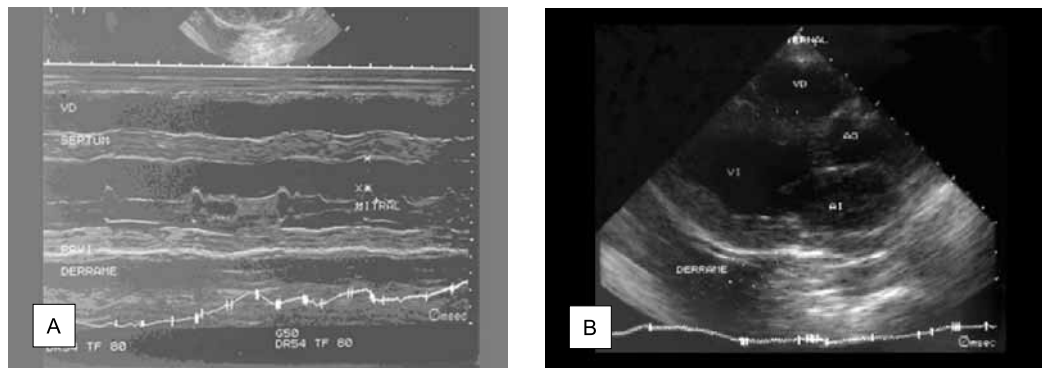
Ecocardiograma M y bidimensional de un hermano (II-6) que falleció a los 43 años. Muestra engrosamiento de pared de ventrículo izquierdo, disfunción contráctil y derrame pericárdico (estudio realizado en 1989, cinco años antes de su fallecimiento)
